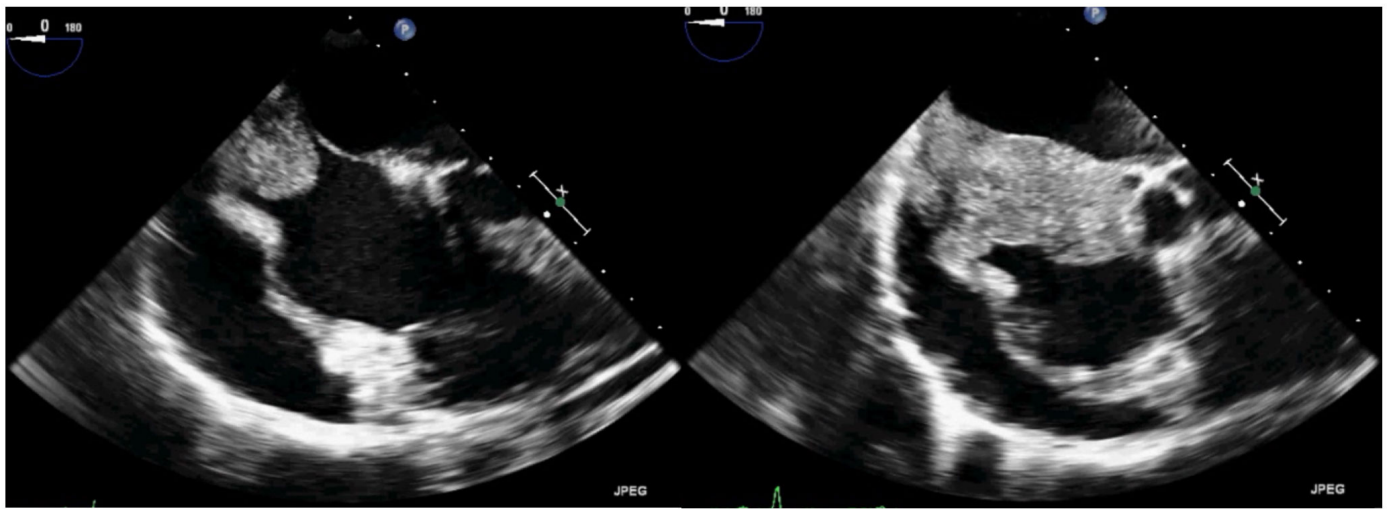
Ecocardiogramma transesofageo dual plane.
